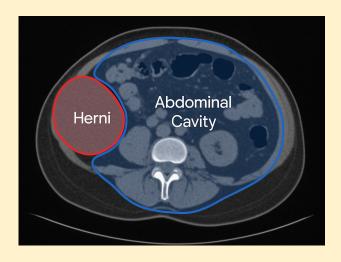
Tomografía computarizada (TC) en corte axial que muestra el contorno del contenido herniario (en rojo) y de la cavidad abdominal (en azul), delimitados para el cálculo volumétrico mediante software especializado. Esta medición permite establecer la relación entre ambos volúmenes y clasificar el grado de pérdida de dominio.(Tanaka EY, Yoo JH,)
